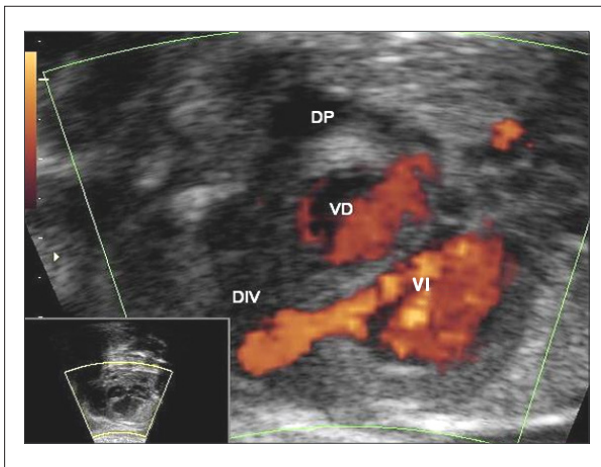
Ecocardiograma fetal demostrando divertículo en ápex del ventrículo izquierdo y derrame pericárdico; DIV: – divertículo; VD: – ventrículo derecho; VI: – ventrículo izquierdo; DP: – derrame pericárdico.
